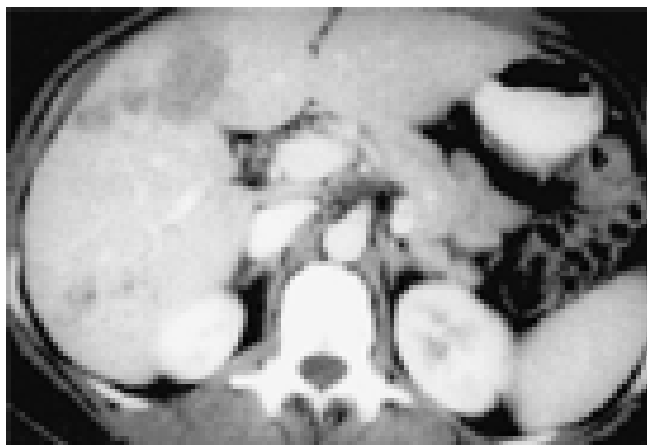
TAC del abdomen. En este segundo estudio se demostró un nódulo subcapsular denso del lóbulo derecho y tres imágenes hipodensas. Compárese con la figura 1.
